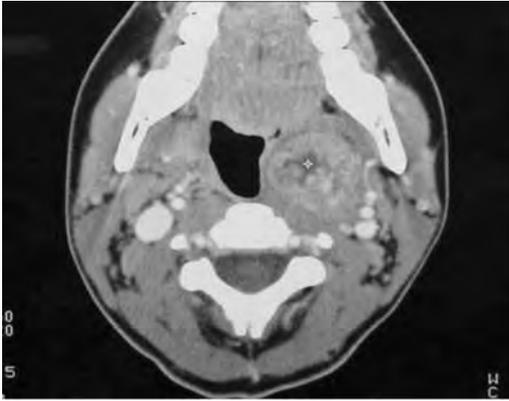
3. TAC Cuello. Lesión que desplaza la vía aérea por tumor en el espacio parafaríngeo.
